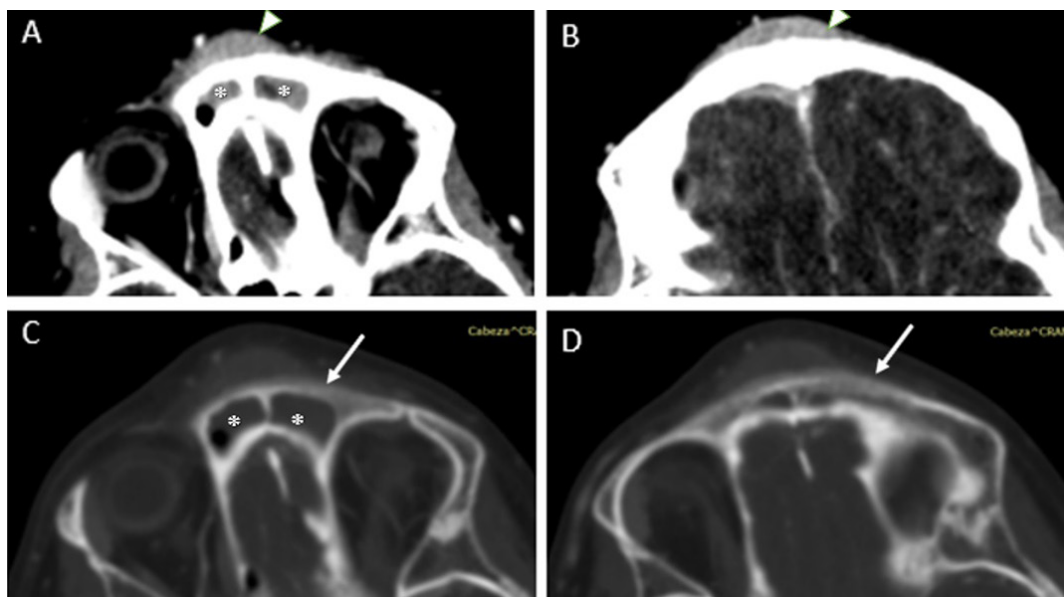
Tomografía contrastada A, B) Ventana de tejidos blandos A) Ocupación del seno frontal (asteriscos). B) Densidad de tejido blando y realce periférico en la región frontal, absceso subperióstico (punta de flecha). C, D) Ventana ósea Adelgazamiento de la pared anterior del seno frontal (flecha blanca).
